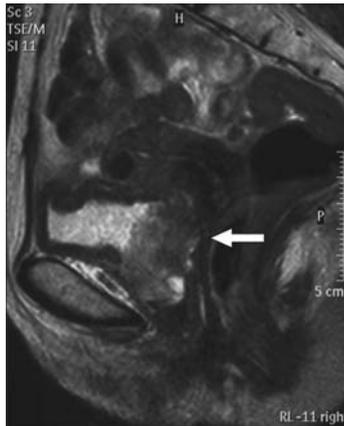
Pelvic magnetic resonance imaging (MRI) (sagittal section) shows the tumor invasion to the vesical triangle and the anterior vaginal wall (arrow).
